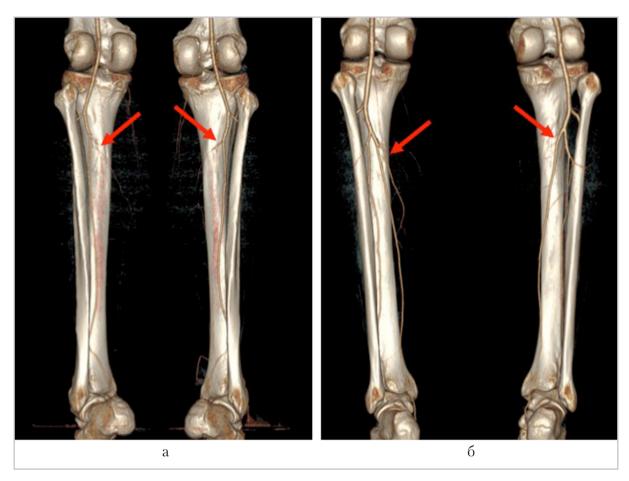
Компьютерные томограммы с 3D-реконструкцией сосудов и костей нижних конечностей: a — пациентки Т., 49 лет, с анатомической особенностью — отсутствием заднего большеберцового сосудистого пучка обеих голеней (стрелки); δ — пациента М., 42 лет, пример строения сосудов голеней в норме с наличием задних большеберцовых сосудистых пучков (стрелки)
